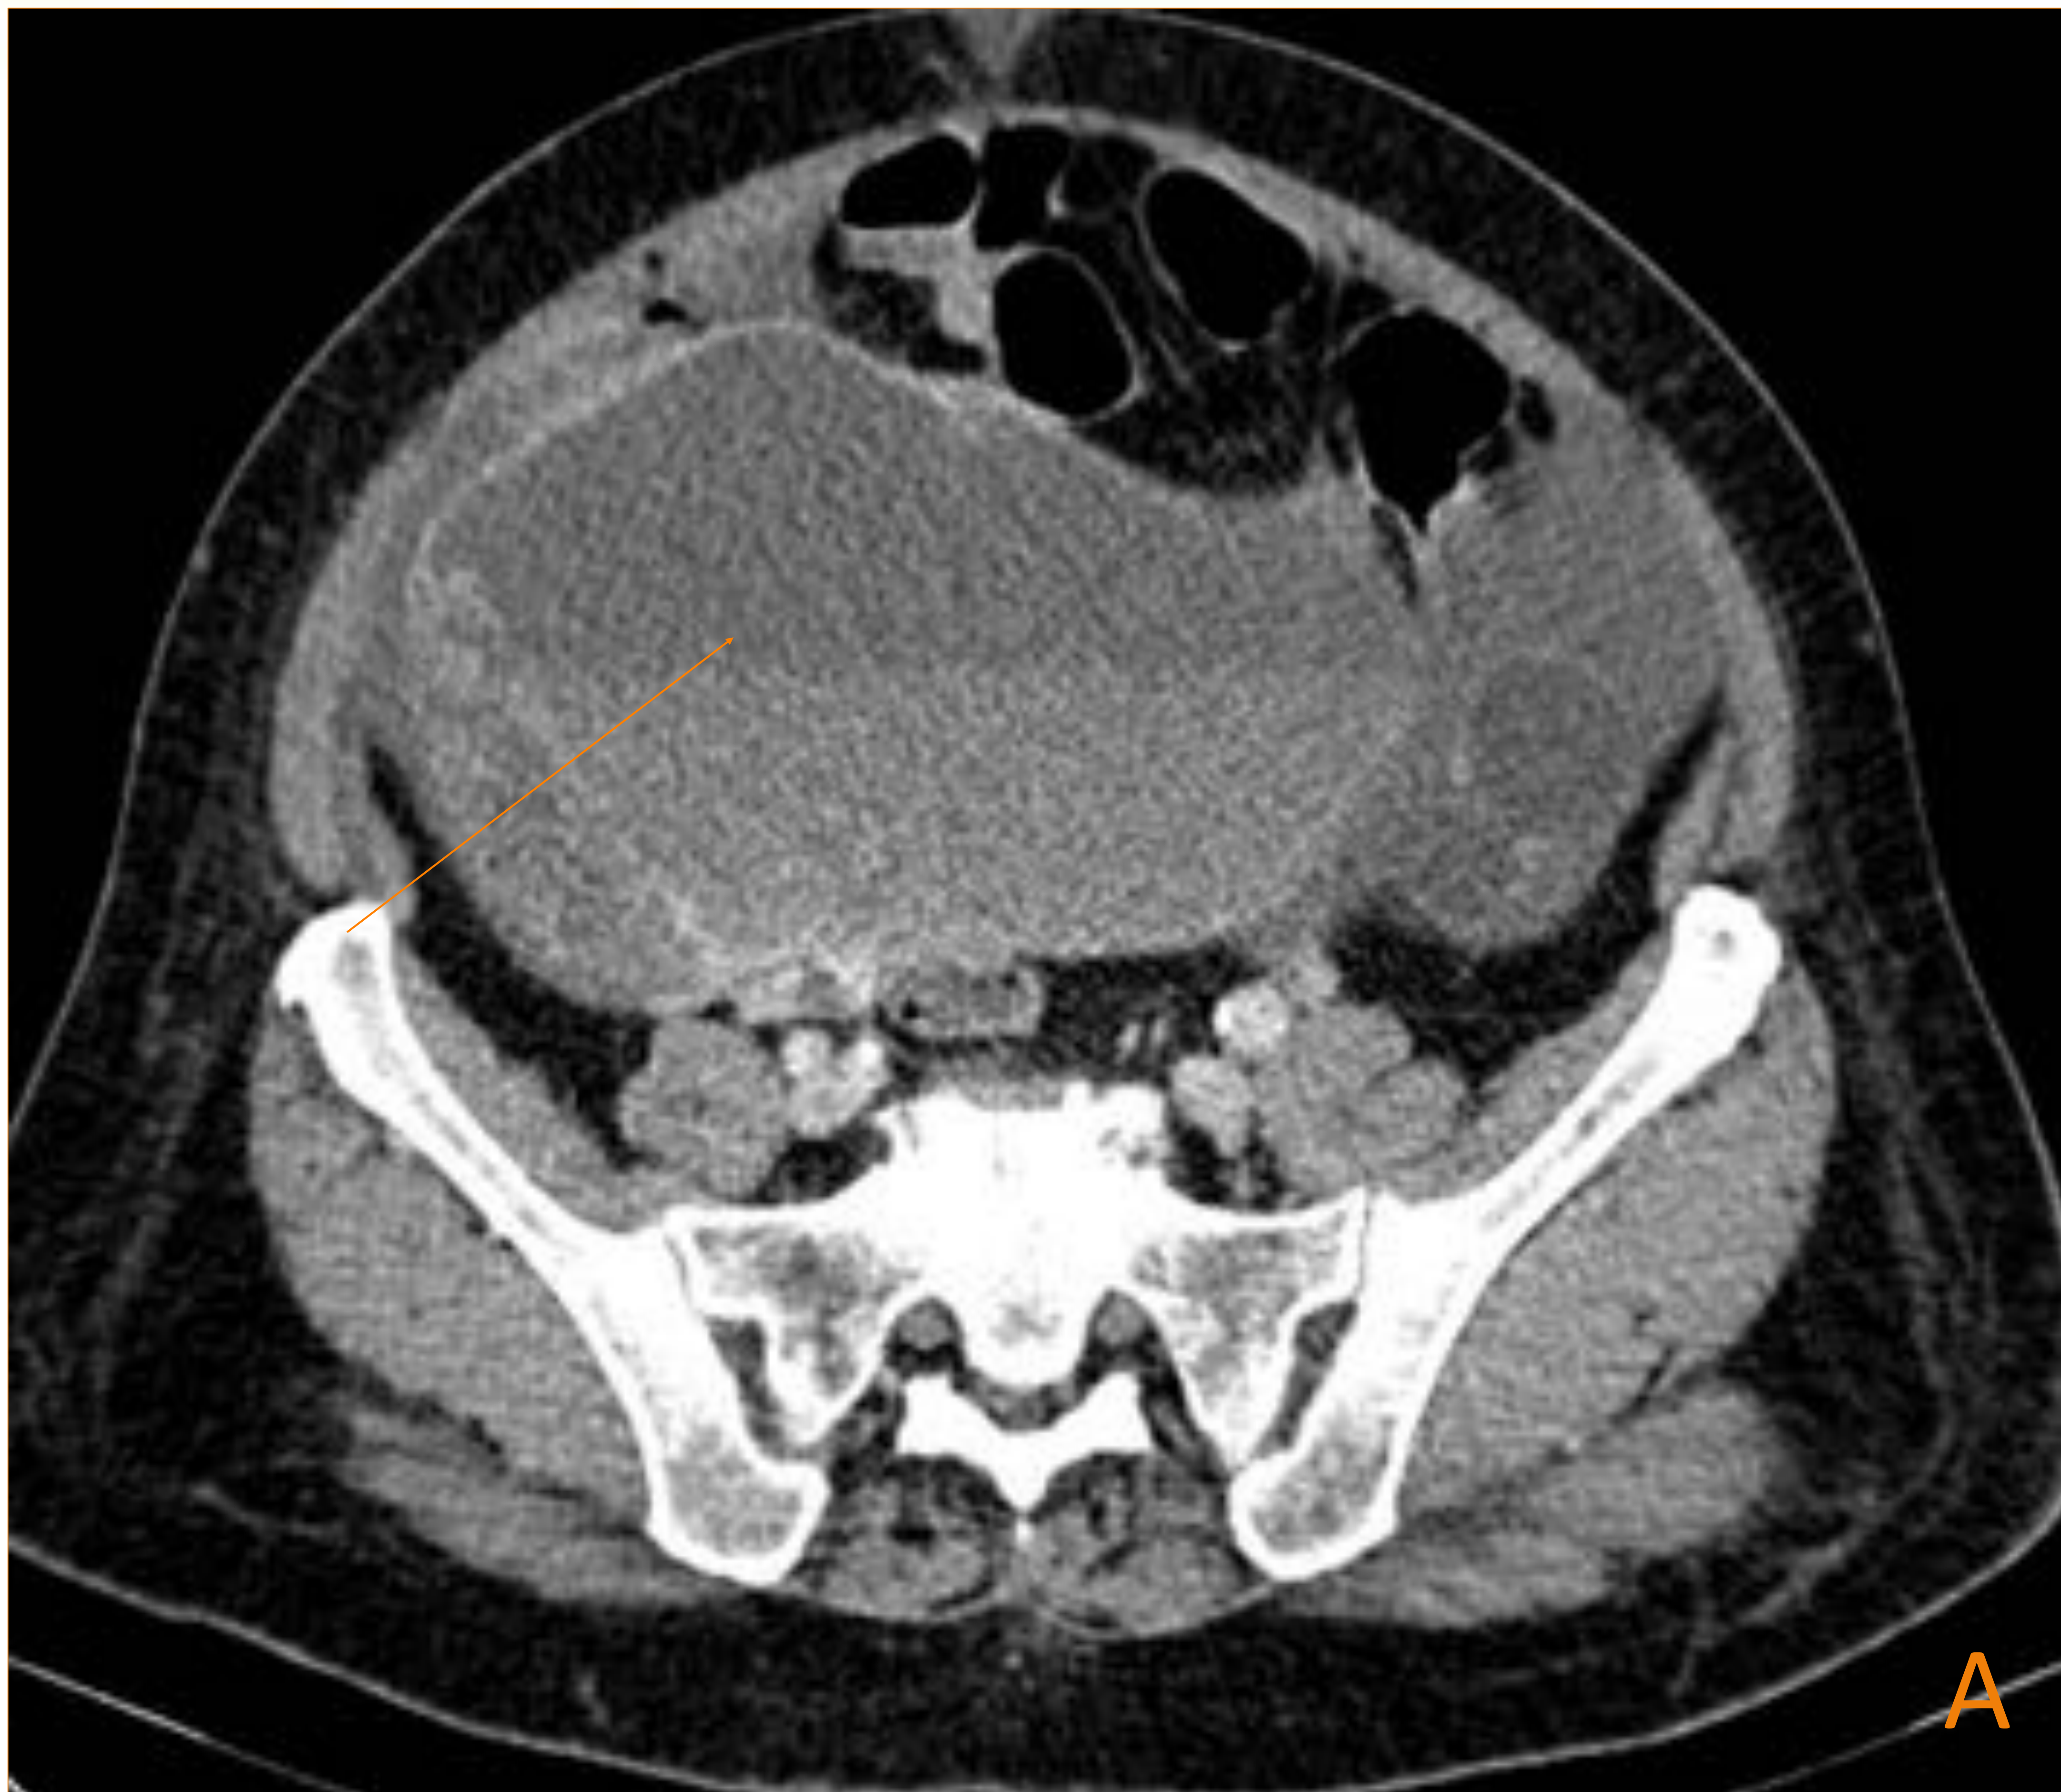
Paciente de 55 años con tumor de células de la granulosa tipo adulto en ovario derecho y Cistoadenoma seroso en ovario izquierdo. A) TC abdominal con contraste endovenoso que muestra una gran masa quística dependiente del ovario derecho con nivel líquido-hemático en su interior. Lesión quística multiloculada en ovario izquierdo (*). B) Corte sagital que muestra engrosamiento endometrial
